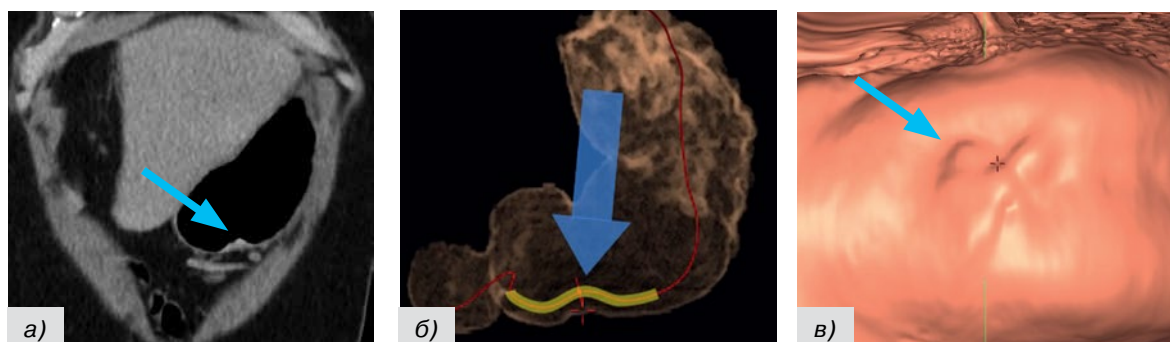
Снимки КТ-пневмогастрографии, совмещенной с виртуальной гастроскопией: ранний рак желудка с локализацией в нижней трети тела по большой кривизне, клиническая глубина инвазии T1a, смешанный тип 0-IIa-0-IIc
